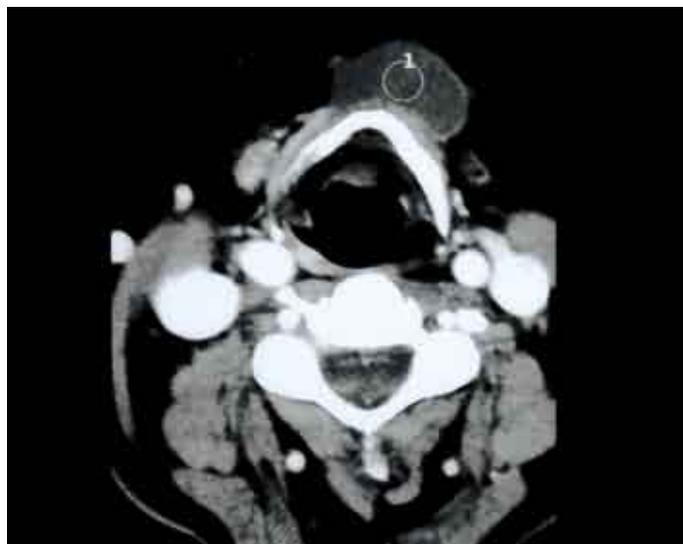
Quieste tirogloso: TC cervical axial.
